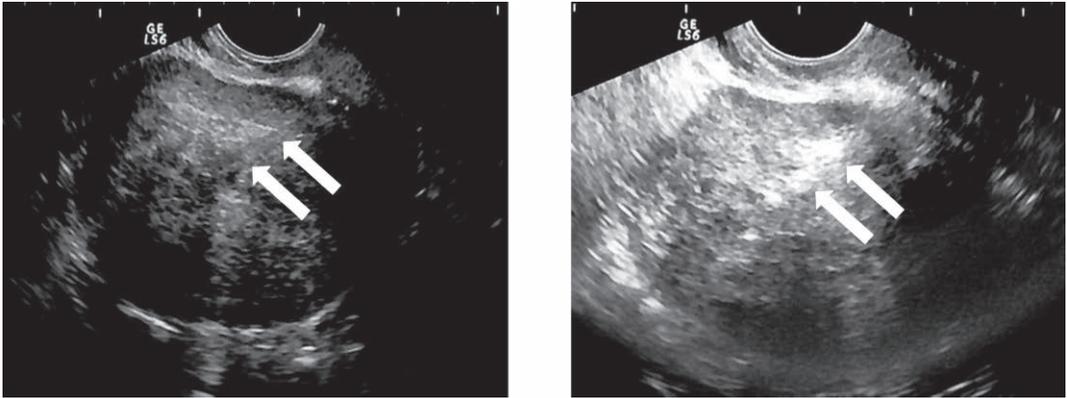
症例1のMEA施行前後の経膈超音波検査所見(左:焼灼前、右:焼灼後)
